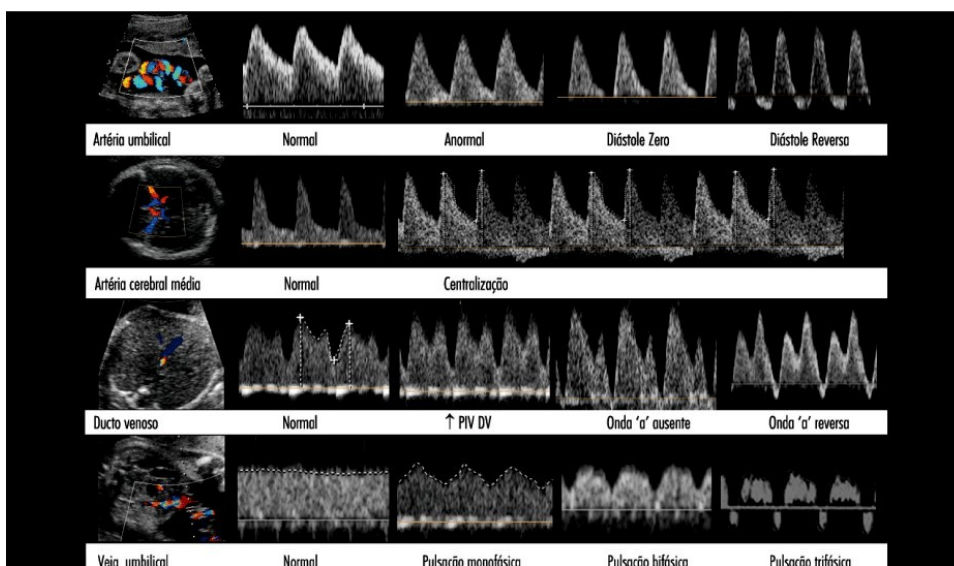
Padrões dos sonogramas na dopplervelocimetria da artéria umbilical, artéria cerebral média, ducto venoso e veia umbilical.
